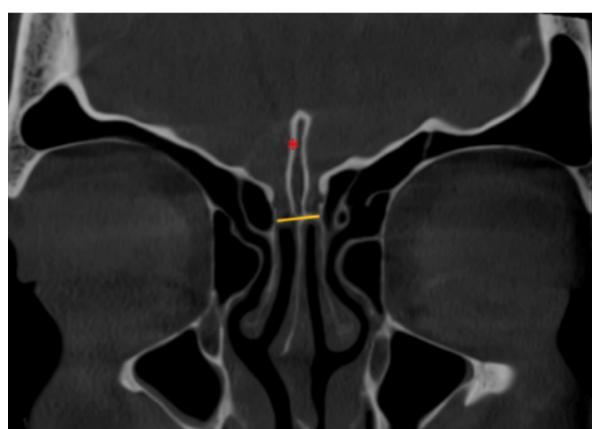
1 тип петушиного гребня, КТ, фронтальный срез
